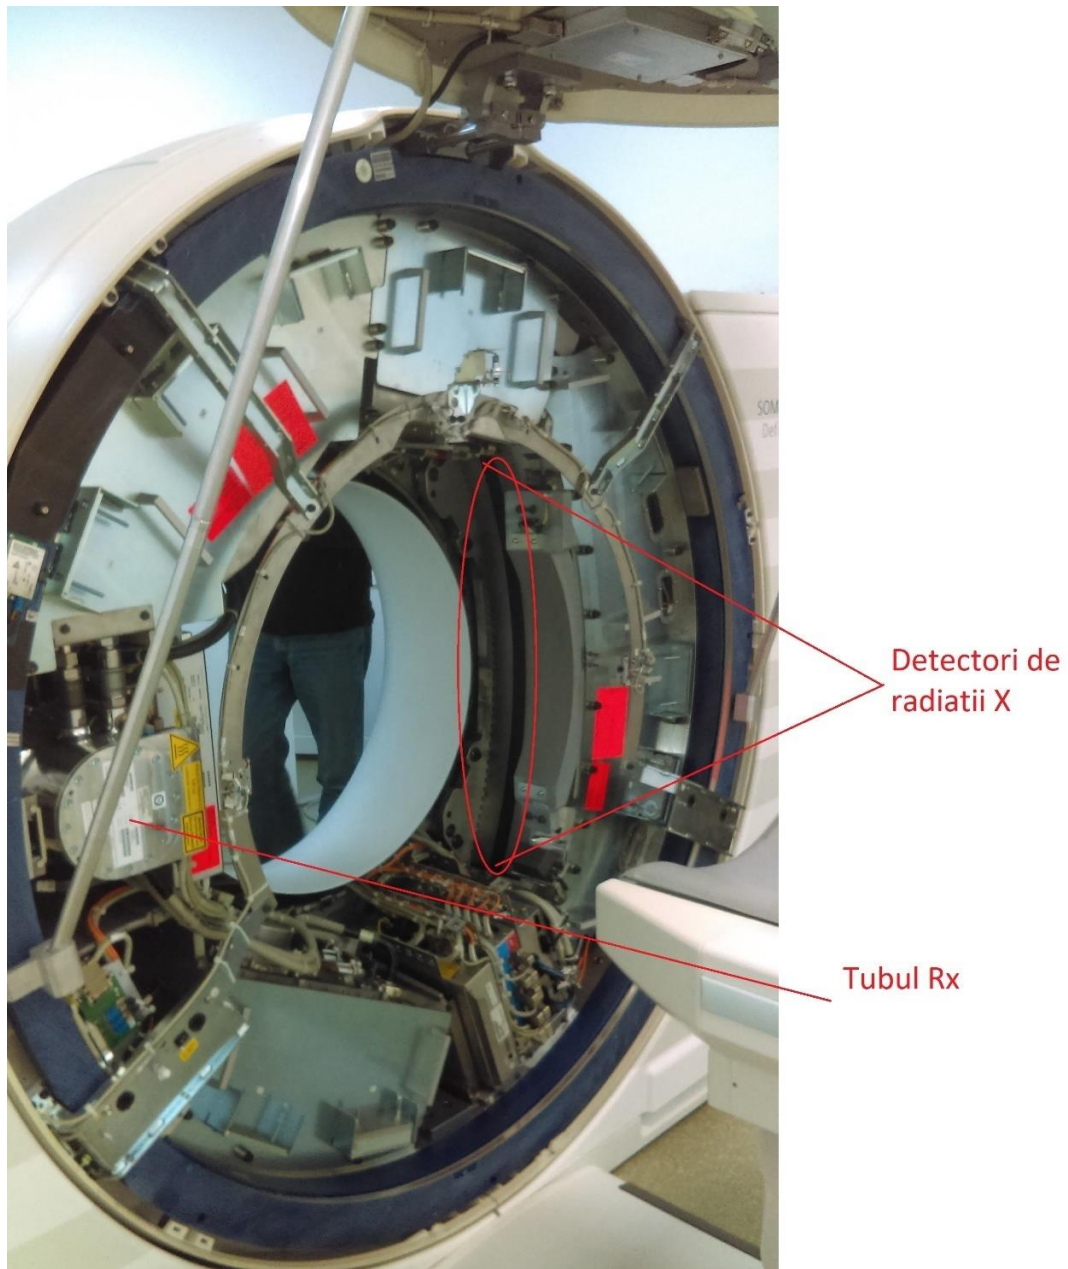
4.1 Planul frontal al unui aparat CT deschis în vederea mentenanței
